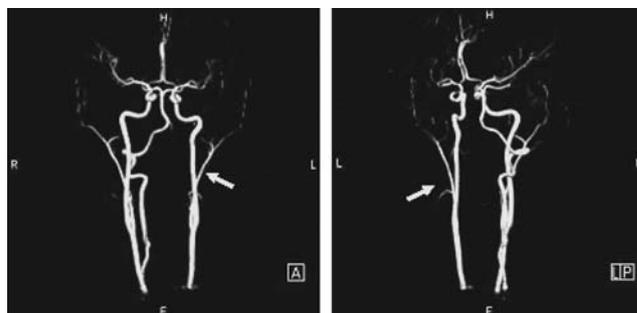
Тот же больной. МРТ сосудов головы и шеи. Гипоплазия левой позвоночной артерии
